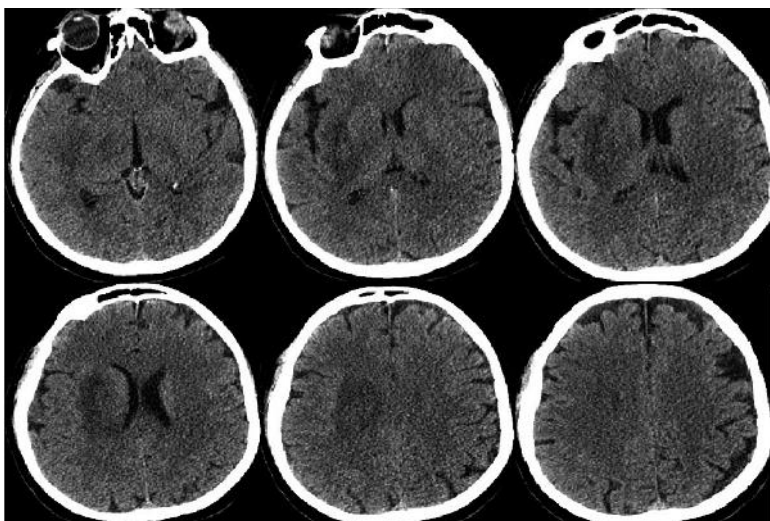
Результаты компьютерной томографии головного мозга через 7 сут после вмешательства
